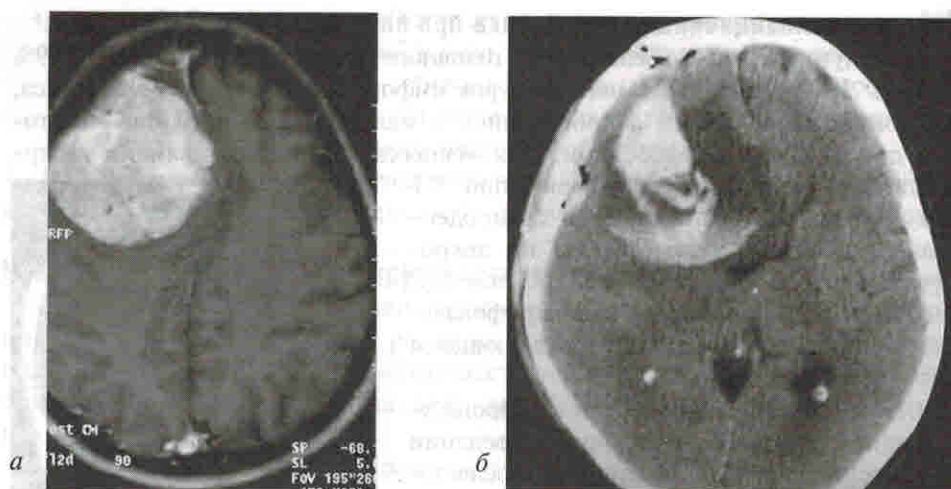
МРТ. T2-режим, анапластическая менингиома лобной локализации (а); 1-е сутки после операции на фоне нормального послеоперационного течения, восстановления уровня сознания достаточно острое после судорожного припадка глубокое коматозное состояние. При экстренной КТ головного мозга выявлены ВМГ ложа удаленной опухоли, масс-эффект, вклинение под фалькс (б)
